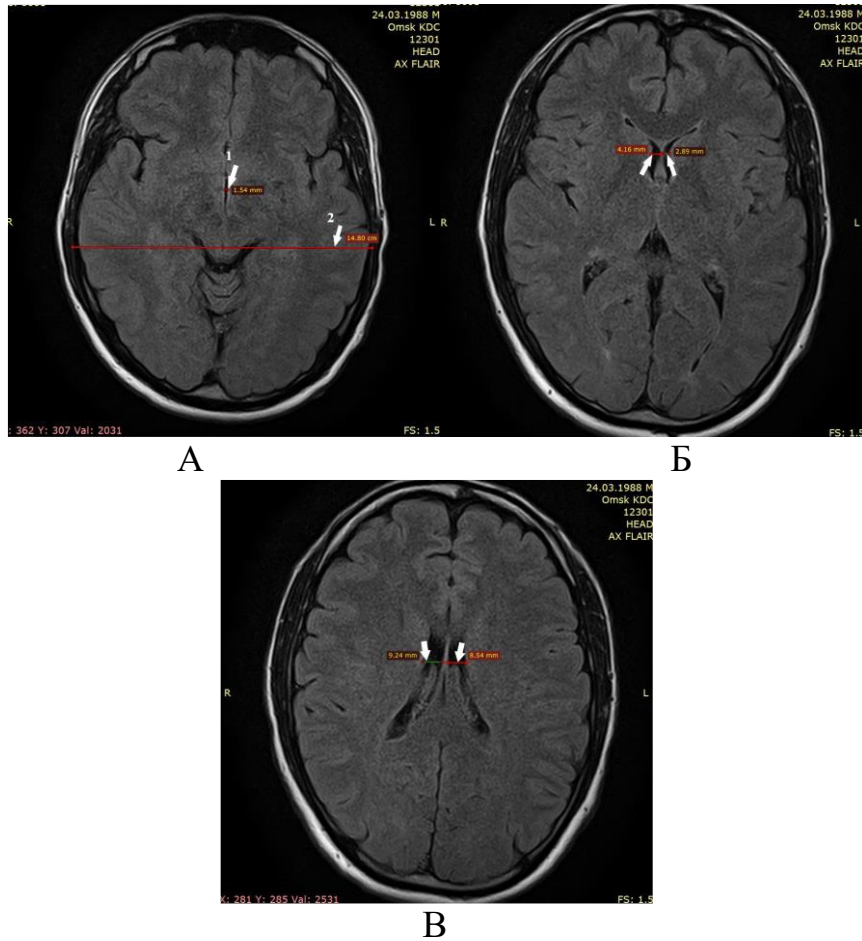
аксиальные МР-изображения головного мозга пациента В. в режиме FLAIR: А – ширина III желудочка; Б- снимок на уровне передних рогов боковых желудочков; В – снимок на уровне тел боковых желудочков
